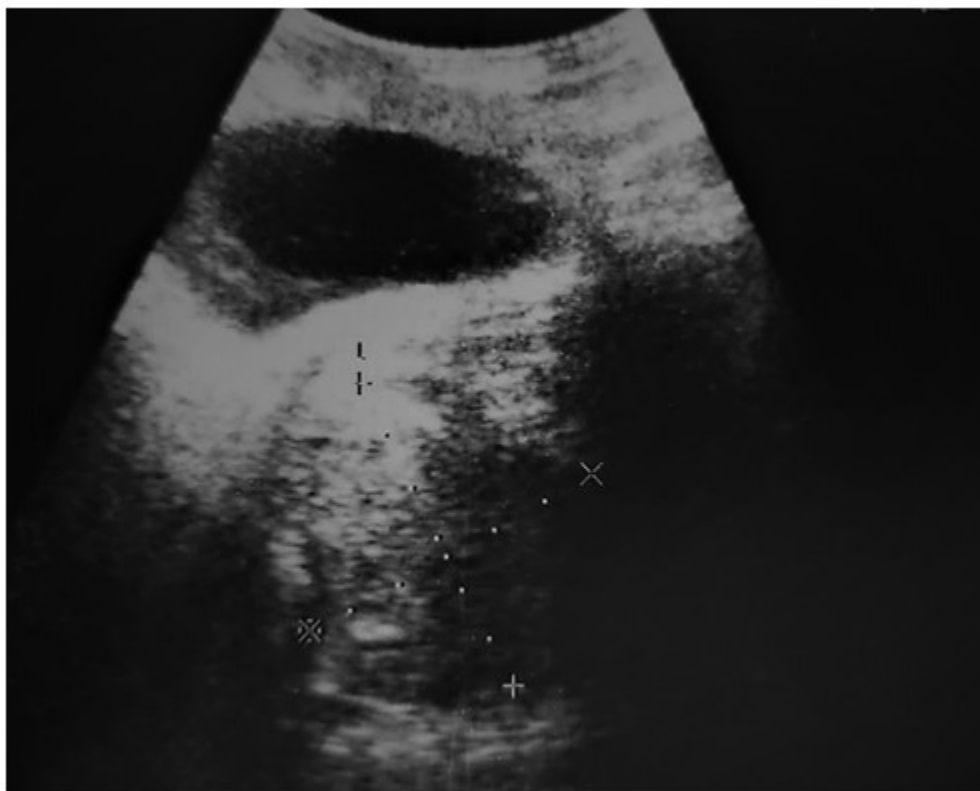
Vista de imagen de ultrasonido, la cual mostró imagen tumoral retrovesical de 60x68mm por detrás de la próstata.
